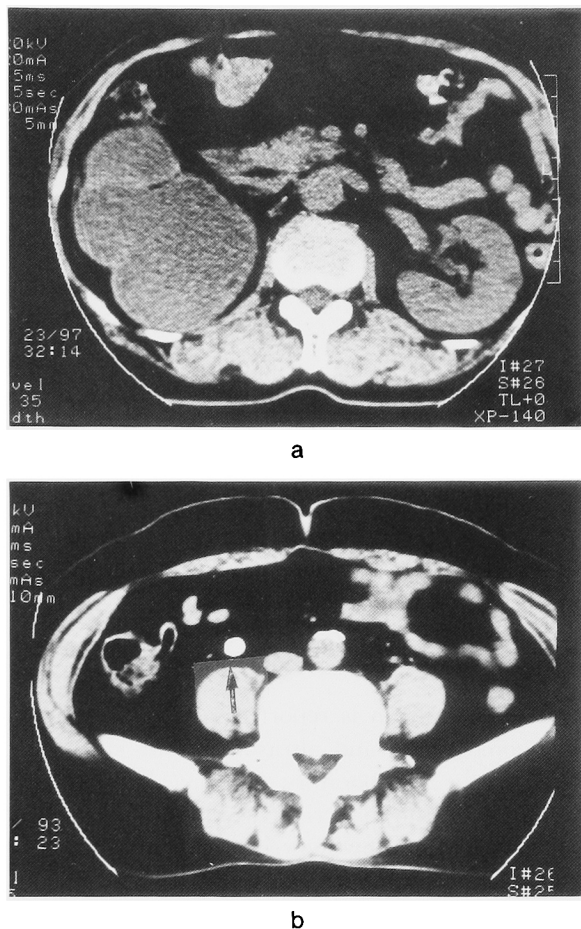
a, b: Computed tomography showed severe hydronephrosis and hydroureter due to right ureter stone.
